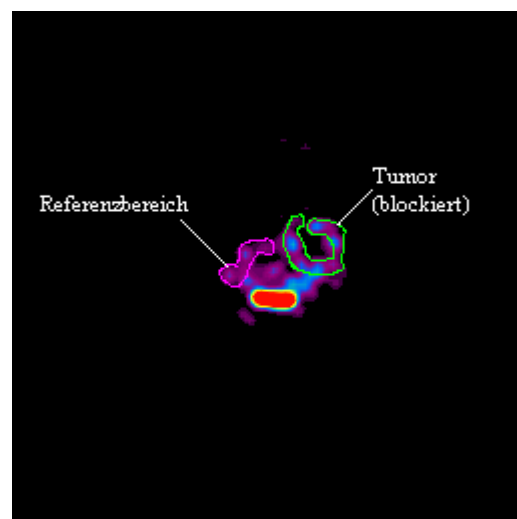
Transversaler Schnitt durch den Tumor im PET mit Blockade (geringe Signalintensität)
